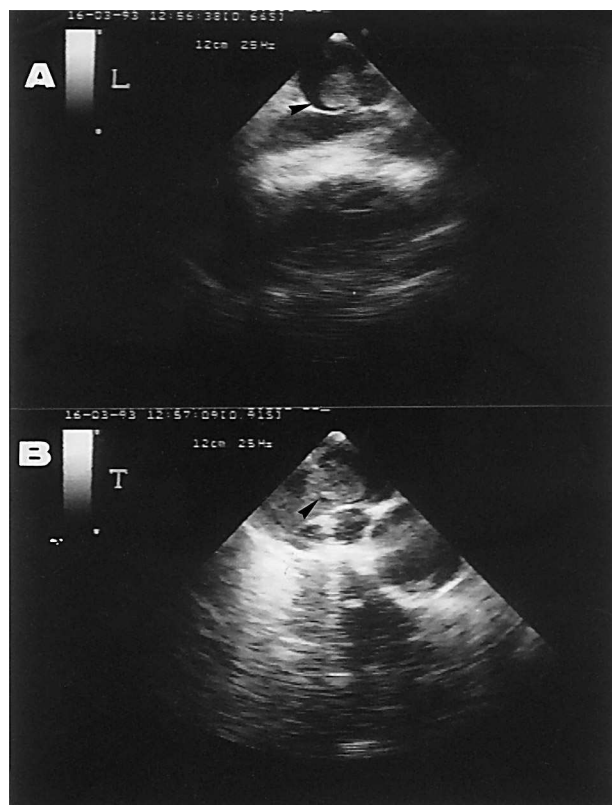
A: ecocardiograma transesofágico en el que se observa un trombo en el tronco de la arteria pulmonar (flecha); B: imagen mediante ecocardiograma transesofágico de trombo en bifurca- ción de arteria pulmonar (flecha).
